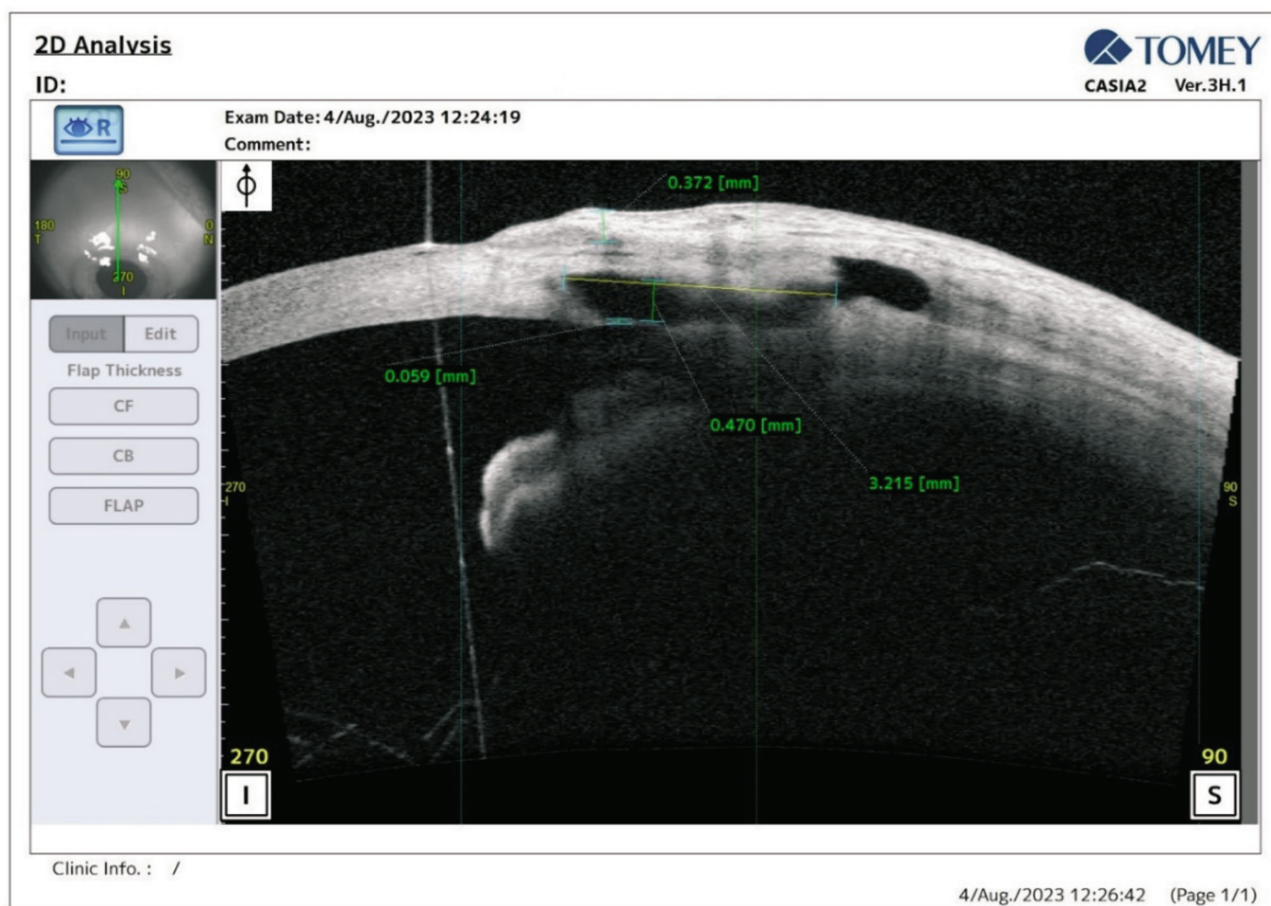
Оптическая когерентная томография зоны антиглаукоматозной операции через 1 месяц. Интрасклеральная полость выражена
